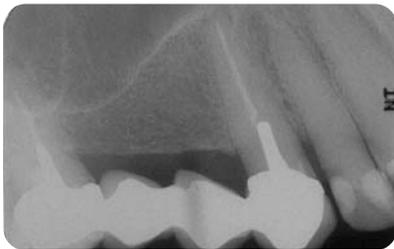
Röntgenologisch: chronische Entzündung am Apex mit Zeichen der Osteolyse; klopf- und aufbissempfindlich.
